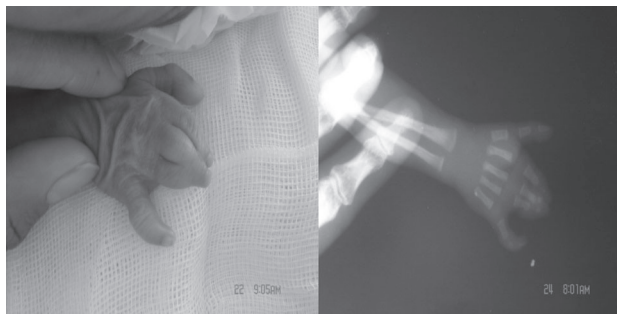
Mano derecha y radiografía con pseudosindactilia de la segunda, la tercera y la cuarta falanges unidas al centro en vértice y clinodactilia del meñique.
